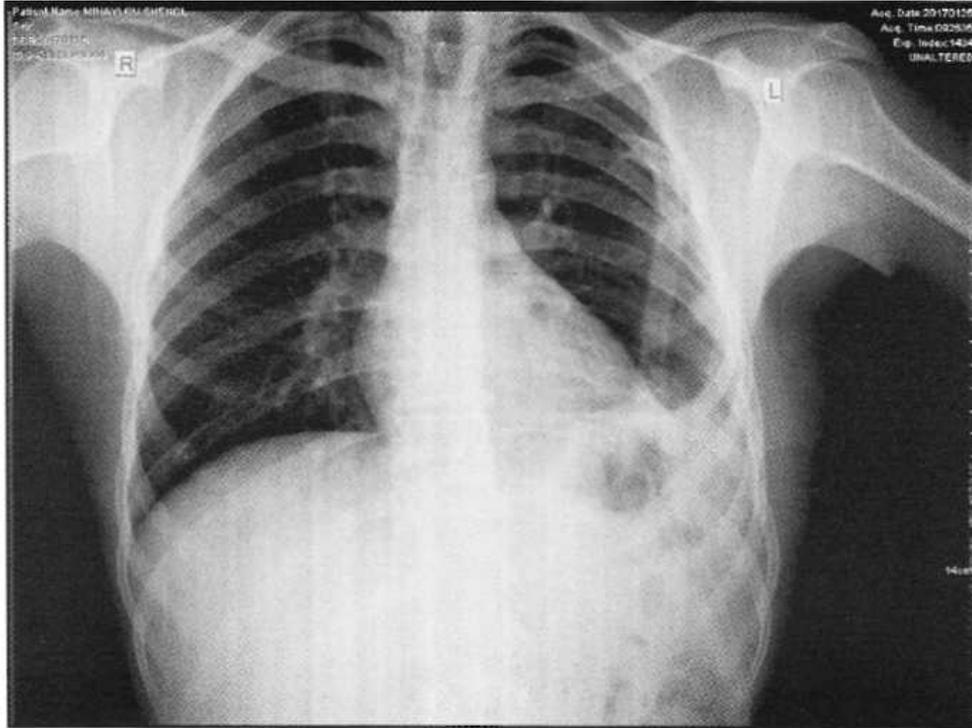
The control X-Ray examination at discharge indicated status after left-sided thoracocentesis with imposed thoracic drainage, unfolded pulmonary parenchyma bilaterally, elevated posture of the left diaphragmatic dome, pleural adhesions on the left with vilified left Bone Diaphragmatic Sinus, cardiovascular and mediastinal shadow - medium located
